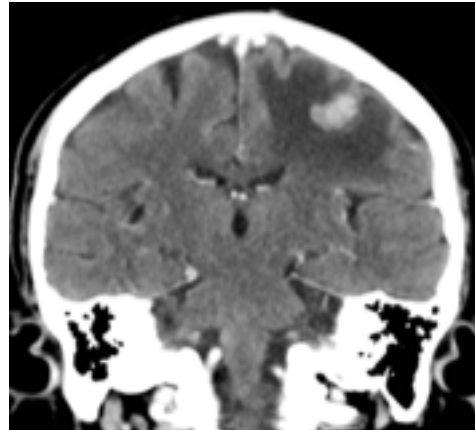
tomografía cerebral sin contraste muestra nódulo en parénquima cerebral izquierdo con foco hemorrágico y edema vasogénico.
